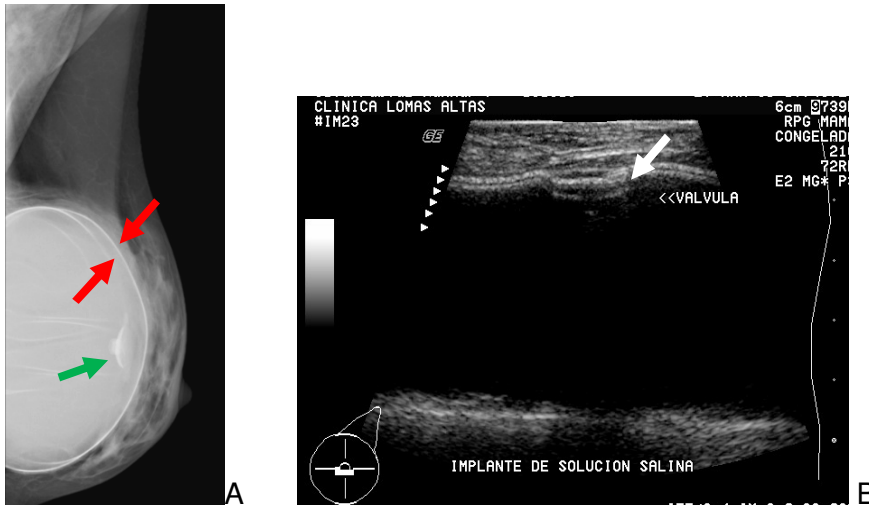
A. Proyección mastográfica medio lateral oblicua de la mama izquierda en donde se identifica la membrana elástica de silicón que es más opaca que la solución salina que lo rellena (flechas rojas), en la región retroareolar podemos observar la válvula (flecha verde). B. Imagen de ultrasonido en donde se identifica en la región retroareolar la válvula que es de forma convexa, con bandas ecogénicas (flecha).
